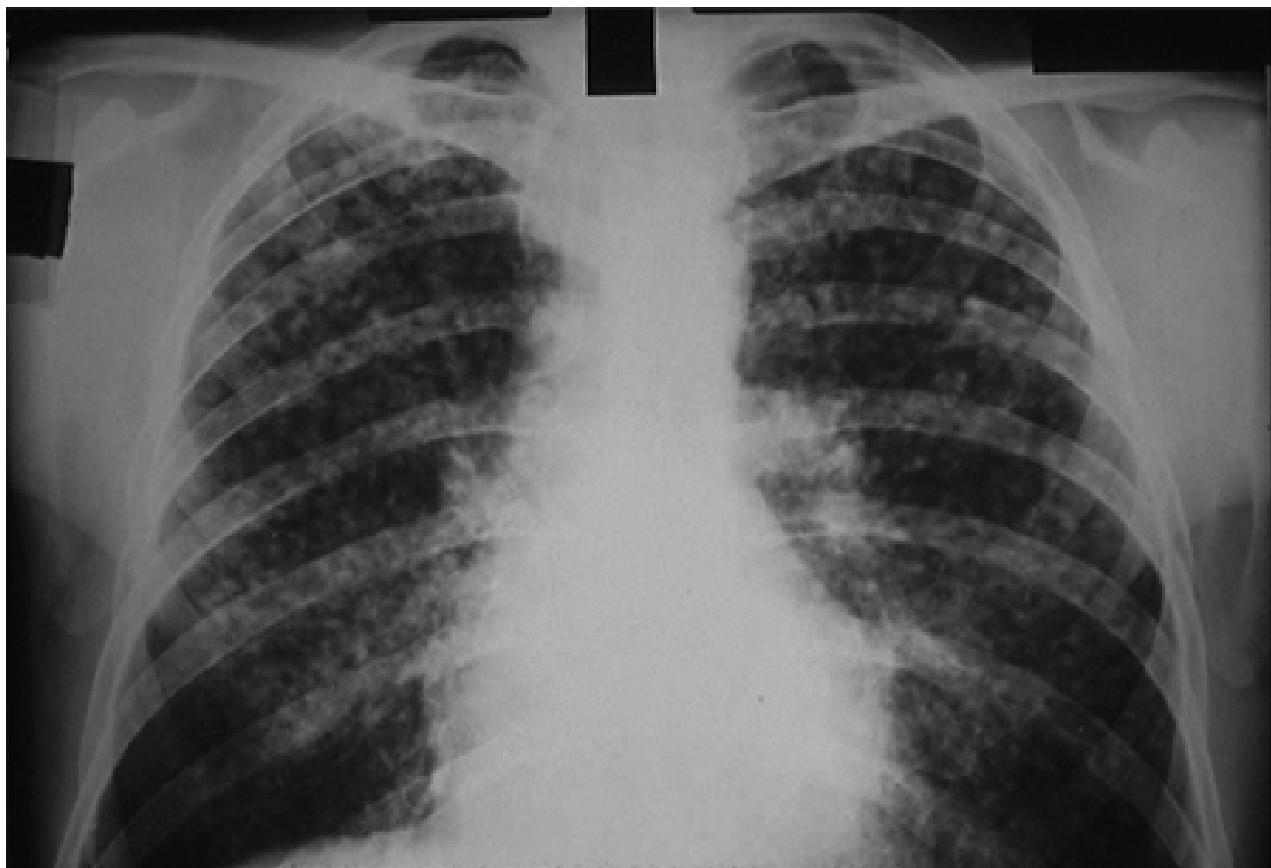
Radiografia torácica mostrando alterações consistentes com a silicose simples ou a pneumoconiose dos trabalhadores do carvão
